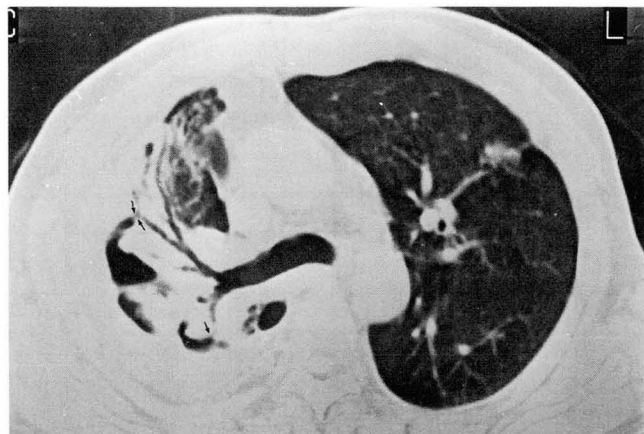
30-year-old male with tuberculosis (No. 9). CT scan shows multiple ectatic airways (arrows) in right upper lobe, communicating with air-filled pleural cavity.
